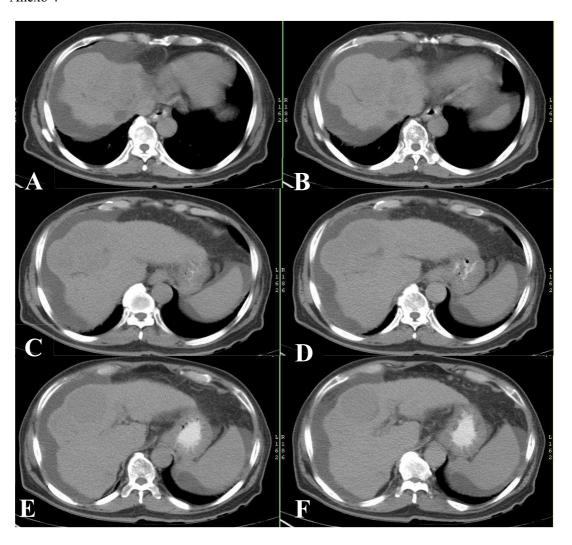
TAC Trifásica de Hígado (Fase tardía). Imágenes A, B, C, D, E y F en corte
